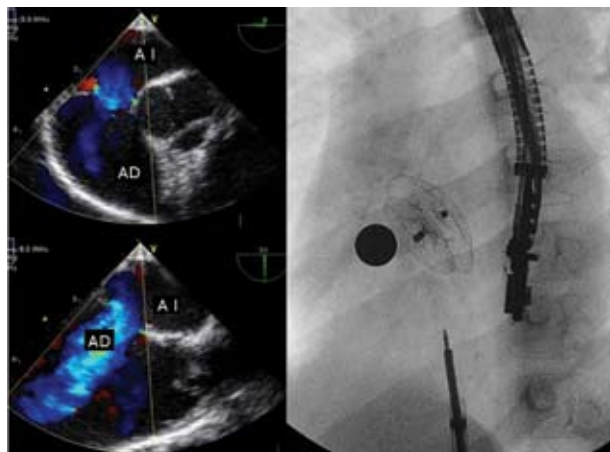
Cerrado de una CIA: ecografía transesofágica con dos planos ortogonales mostrando una CIA *ostium secundum*. A la derecha, dispositivo Amplatzer de CIA ya implantado
